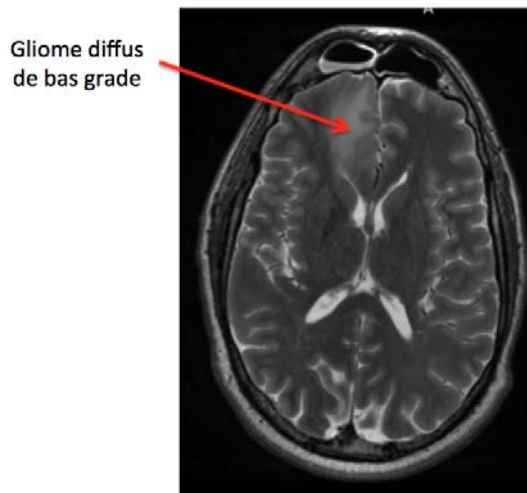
Coupe d'une IRM d'un gliome diffus de bas grade dans le plan axial en pondération T2. La tumeur apparaît en hypersignal en haut à gauche.
